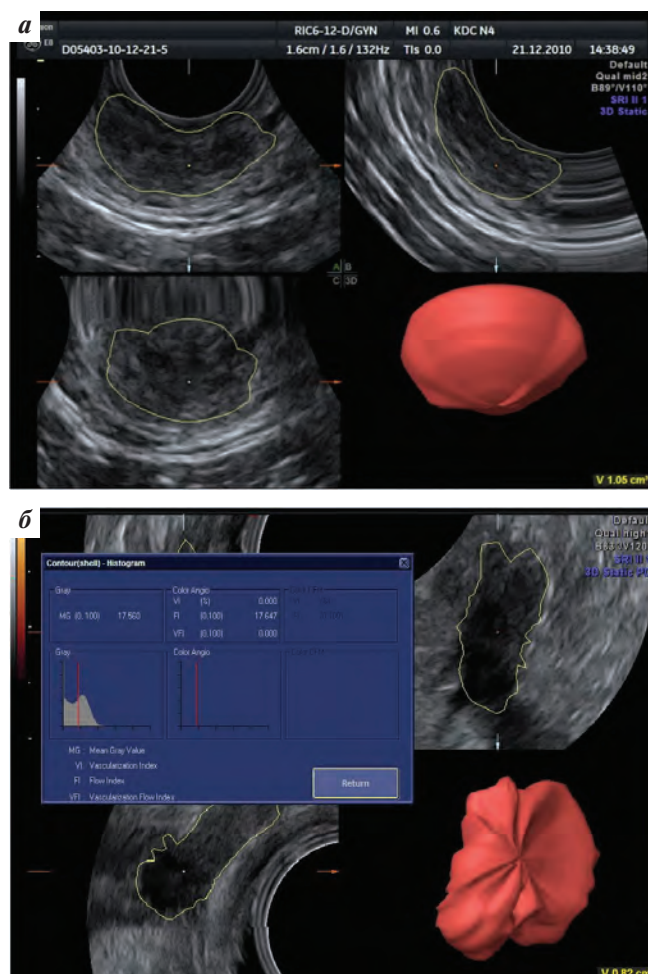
Трехмерная реконструкция УЗИ-изображения объемного образования грудной железы: истинная гинекомастия (а); рак грудной железы (б)
